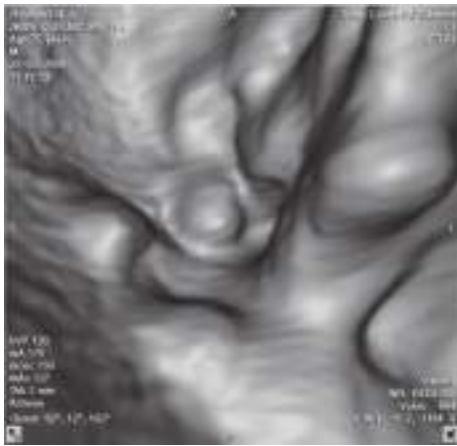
КТ-виртуальная колоноскопия. Выявляется опухоль толстой кишки (см. цветную вкладку) (Соколов, 2012).
